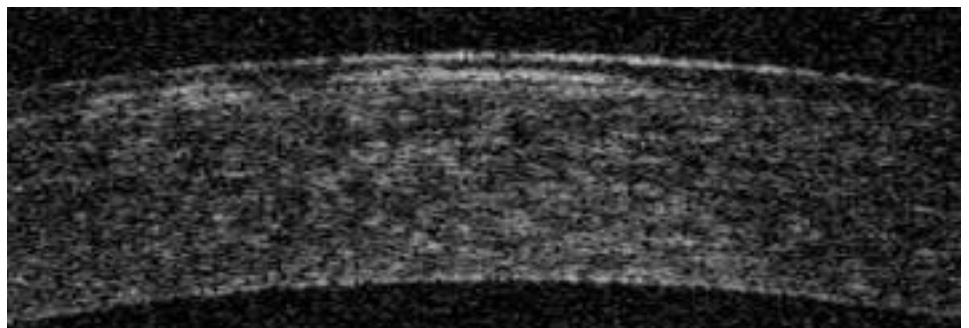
Imagen de la membrana basal duplicada corriendo paralela a la superficie corneal en la tomografía de coherencia óptica.
